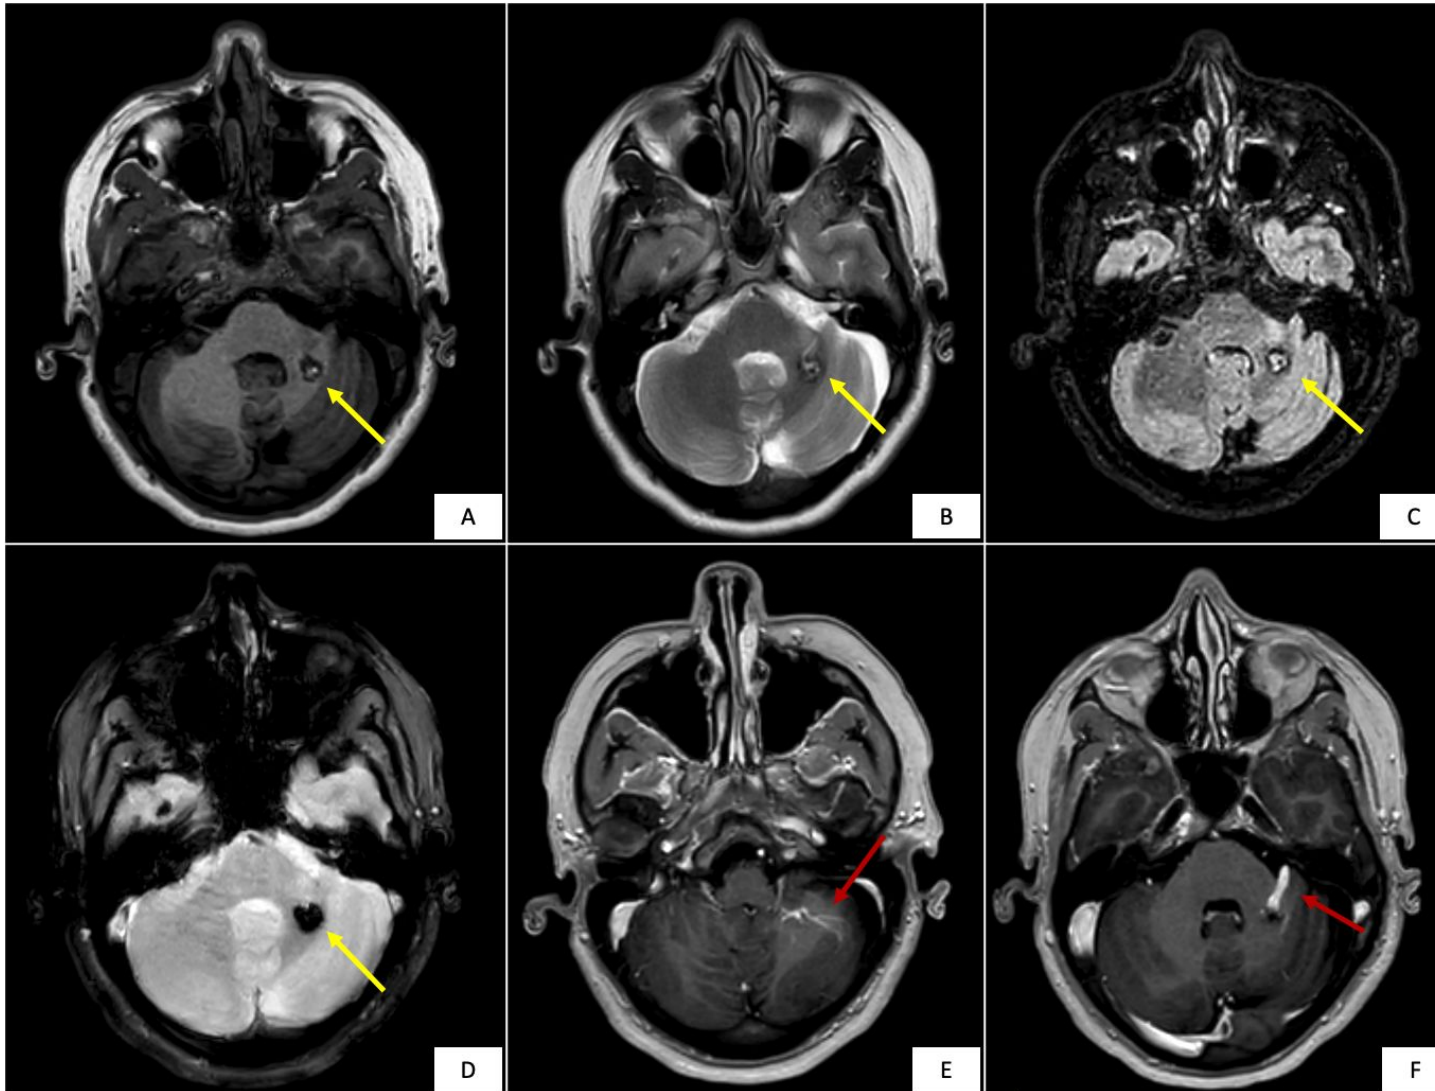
Malformación venosa mixta. Imágenes axiales ponderadas en T1 (A), T2 (B), FLAIR (C), T2* (D) y T1 tras administración de contraste IV (E y F). Se identifica un cavernoma en hemisferio cerebeloso izquierdo (flecha amarilla), asociado a una anomalía venosa del desarrollo (flecha roja) en la que se observa vasos venosos que confluyen en cabeza de medusa (E) hacia una vena colectora (F).
